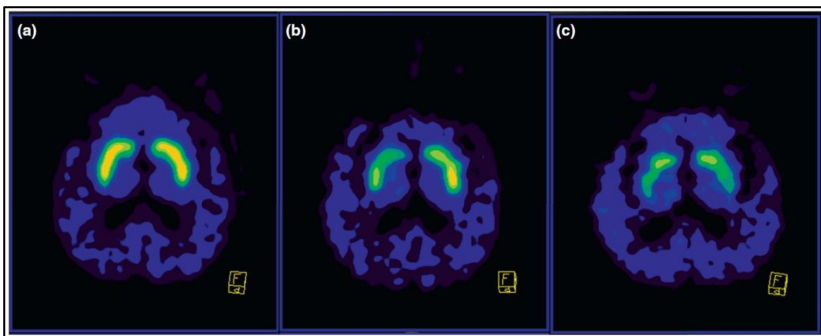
Imagens marcadas para DAT por sonografia transcraniana. (a) Indivíduos sem DP. (b) Paciente sem diagnóstico de DP no momento do estudo, porém o diagnóstico foi realizado posteriormente. (c) Paciente parkinsoniano com diagnóstico clínico (modificado de WANG *et al.*, 2013).
